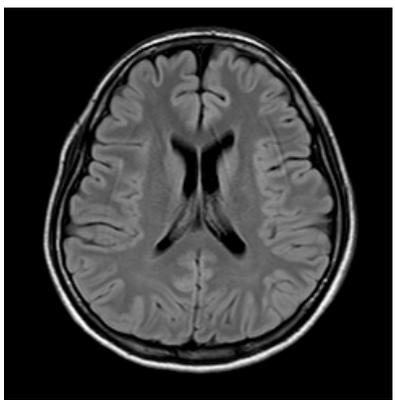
圖 F：第 14 天 T2-FLAIR phase。
